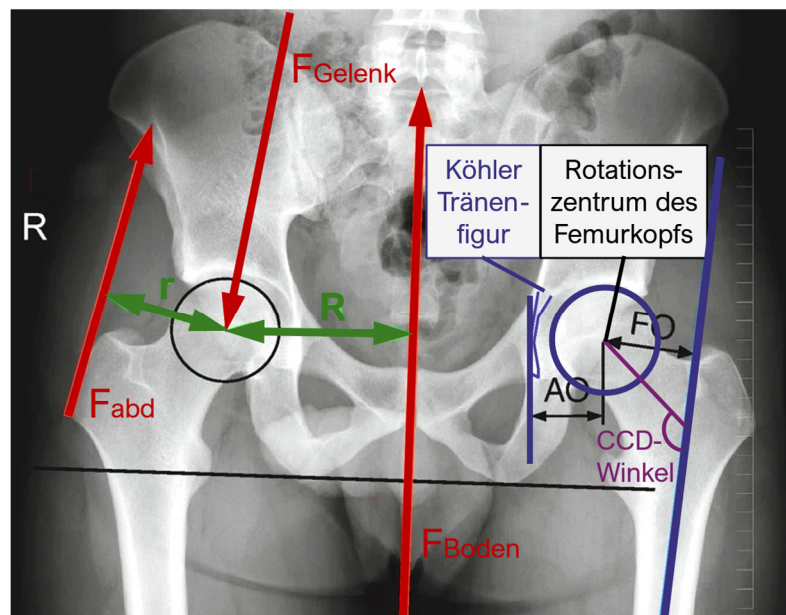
AP-Röntgenaufnahme von Pelvis und Femora mit Abduktorkraft F_{abd} , Bodenreaktionskraft F_{Boden} , Gelenkreaktionskraft F_{Gelenk} , Hebelarm des Abduktors r , Hebelarm des Körpergewichts R [53, 60] sowie femorales Offset FO und acetabuläres Offset FO (Darstellung basierend auf [51]).
